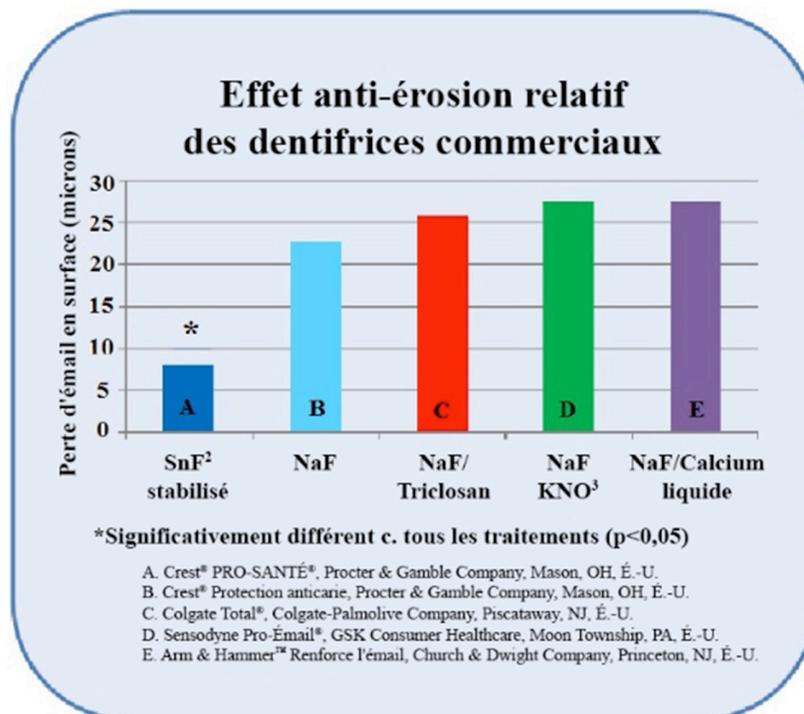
Perte d'émail superficiel avec les dentifrices commercialisés en utilisant un modèle de progression des lésions avec microradiographie.
